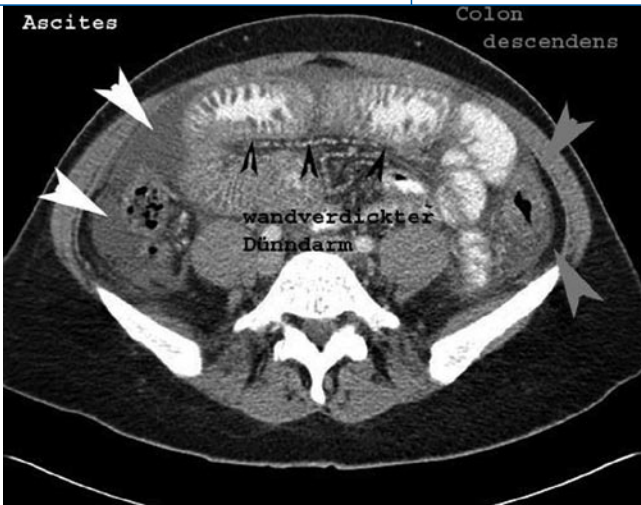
▲ Computertomographie des Abdomens mit ausgeprägter Kolitis (dunkle Pfeile) und Aszites (helle Pfeile)
